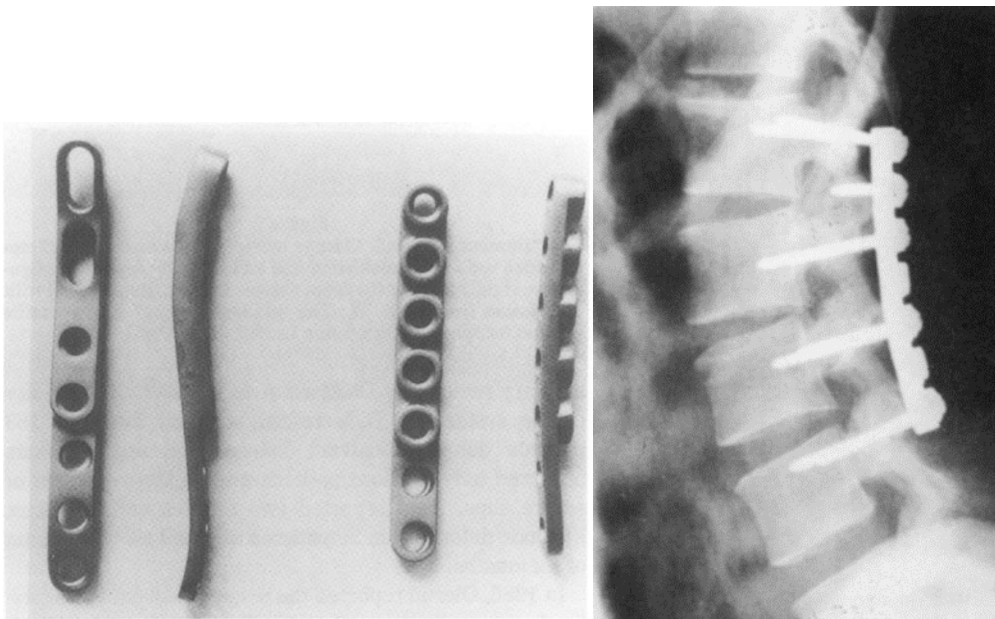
Fixationsplatten (links) und Röntgenbild einer transpedikulären Plattenfixation (rechts) nach Dick¹¹
